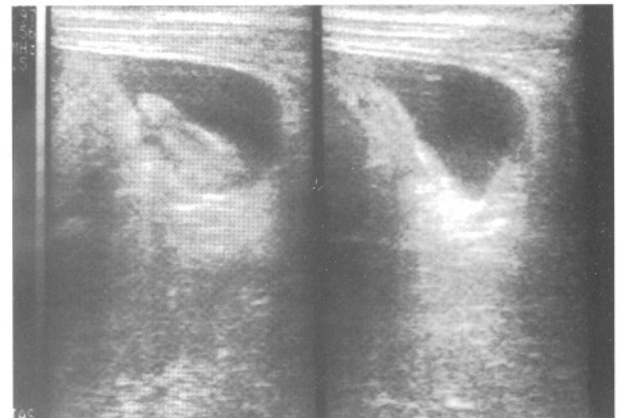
Hastanın ultrasonografi tetkikinde büyük bir kistik yapı ve içinde şant kateteri görülmektedir.
